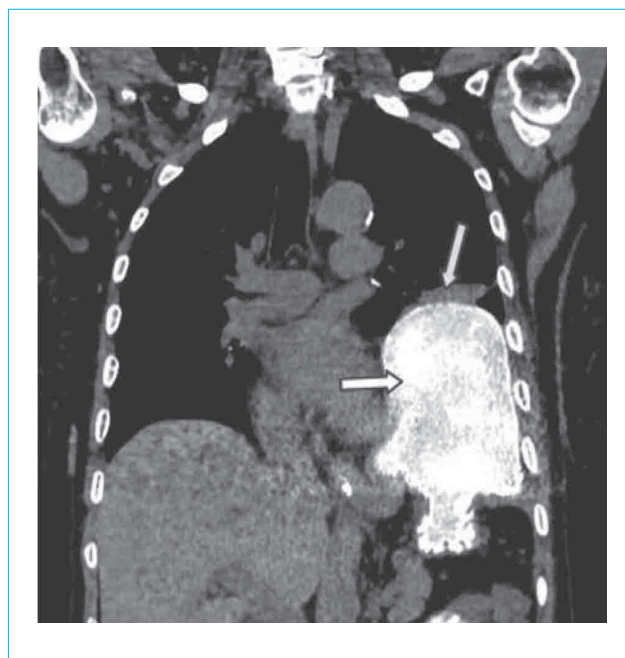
КТ грудной клетки, фронтальная проекция. Пероральное контрастирование желудка у больной множественными ТКС: левосторонняя диафрагмальная грыжа, транслокация желудка в левую плевральную полость, компрессионный ателектаз нижней доли левого легкого
